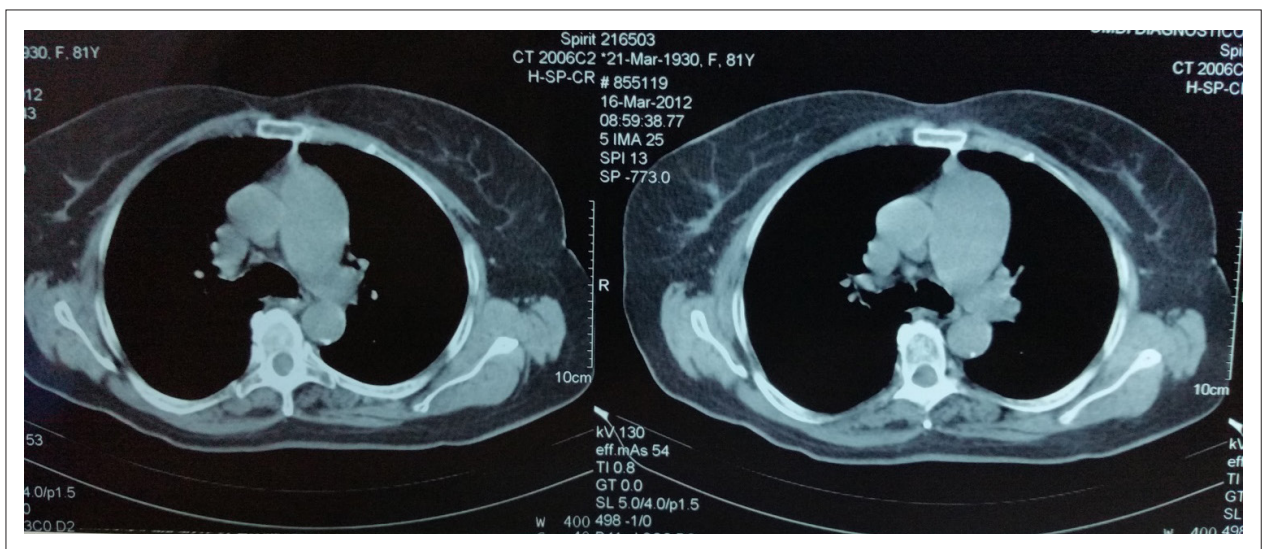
Tomografía Computada simple de tórax mostrando importante dilatación del tronco de la arteria pulmonar.
